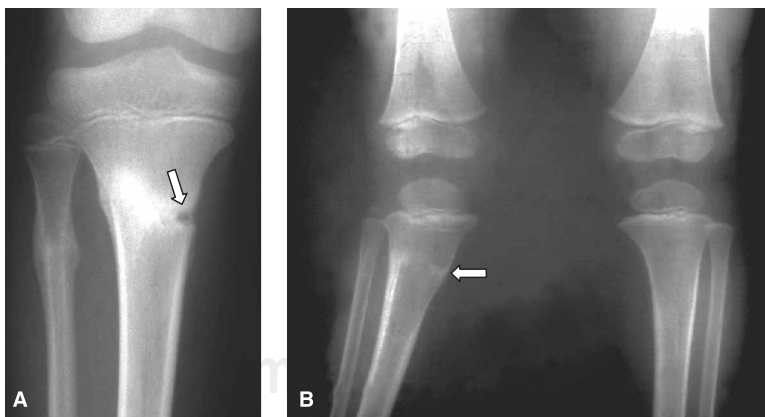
Tejido interpuesto. A. Las radiografías tomadas 6 semanas después de la fractura muestran un hueco en la corteza medial (Flecha) debido a periostio interpuesto y tejido del ligamento colateral medial. B. Las radiografías tomadas 6 meses después de la fractura muestran un marcado sobrecrecimiento en valgo en la zona de la cicatriz residual en el sitio de tejido interpuesto (Flecha).
